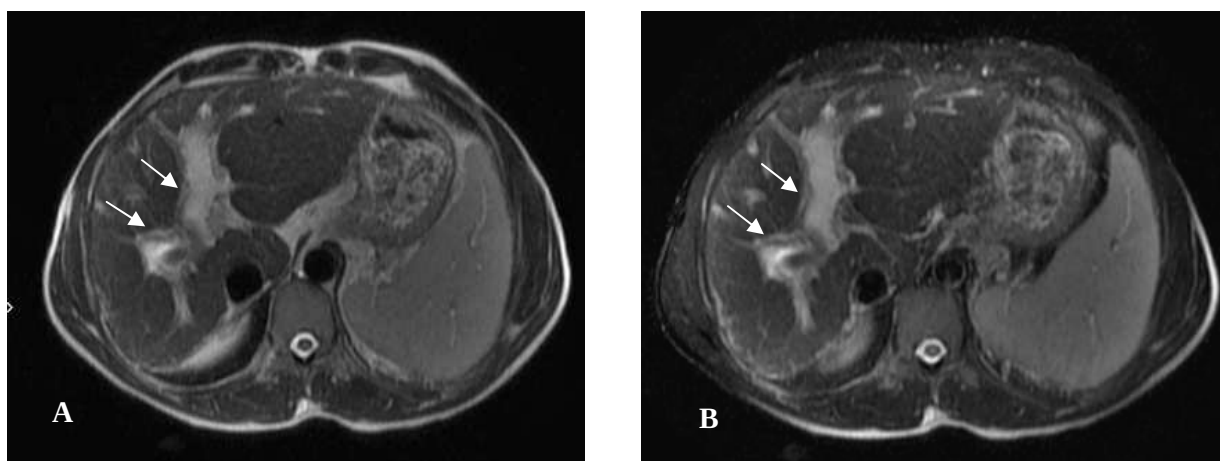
Ressonância magnética de abdome mostra faixas periportais hiperintensas (A – setas) que se mantêm após supressão de gordura (B – setas), em imagens axiais ponderadas em T2.
